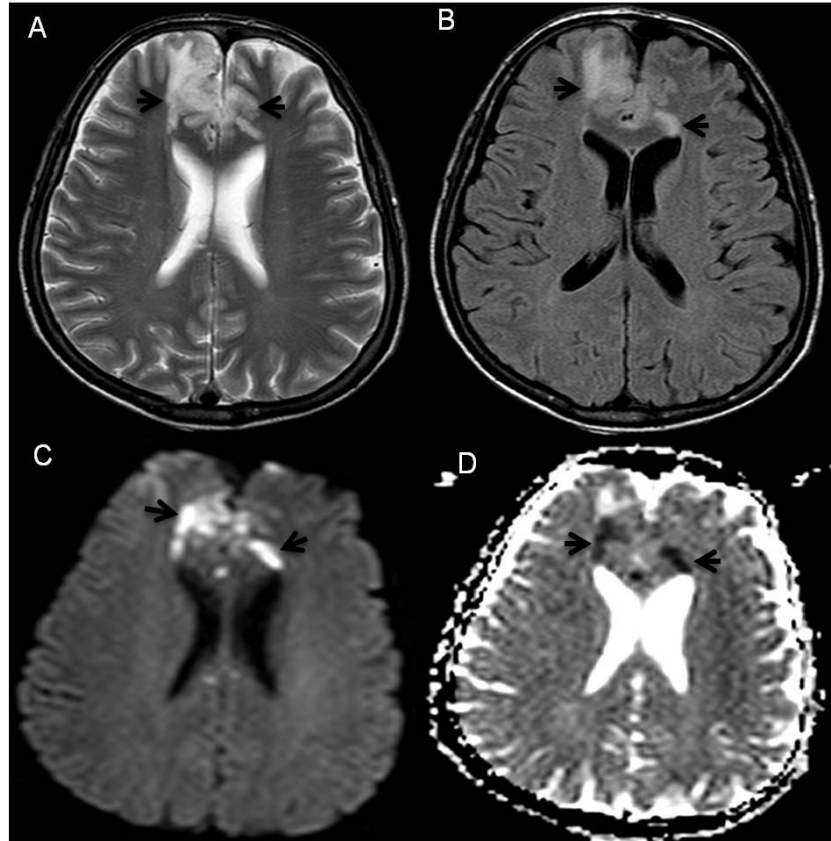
Encefalitis. Imágenes axiales de RM, T2W (A), FLAIR (B), DWI (C) y Mapa ADC (D) donde se observa aumento de la intensidad de señal en la región subcortical frontal bilateral (flechas en A y B) y restricción a la difusión de partículas de agua (flechas en C y D) en un paciente cursando con encefalitis. Imagen archivo F.C.I
